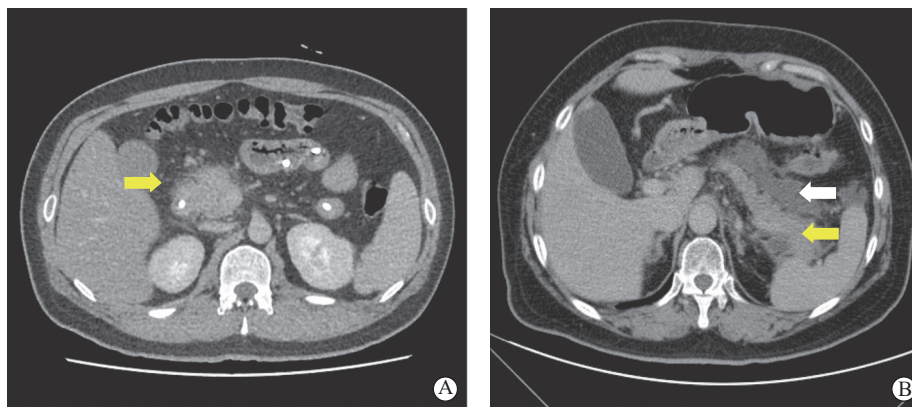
典型 HLAP 与 ABP 患者 CT 表现
